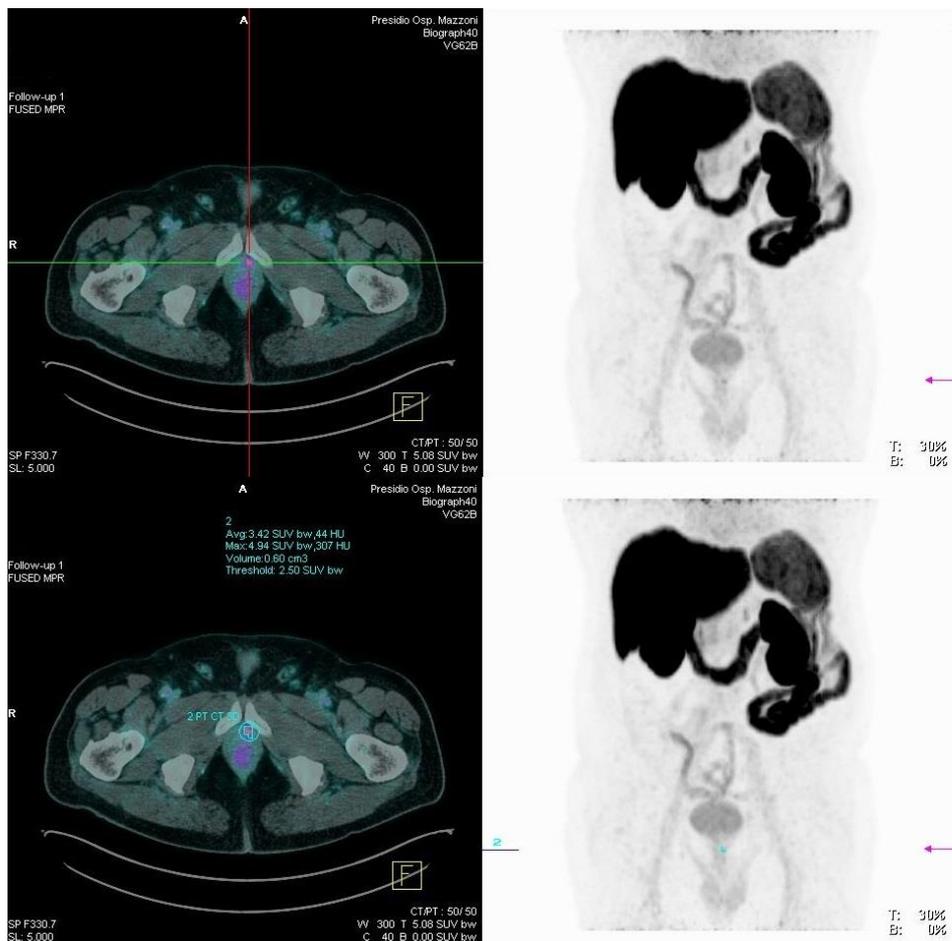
CASO CLINICO 3. Riquadri A e C (assiali) ricostruzioni FUSED MPR della PET/CT-2; B e D ricostruzioni 3D MIP della PET/CT-2.
